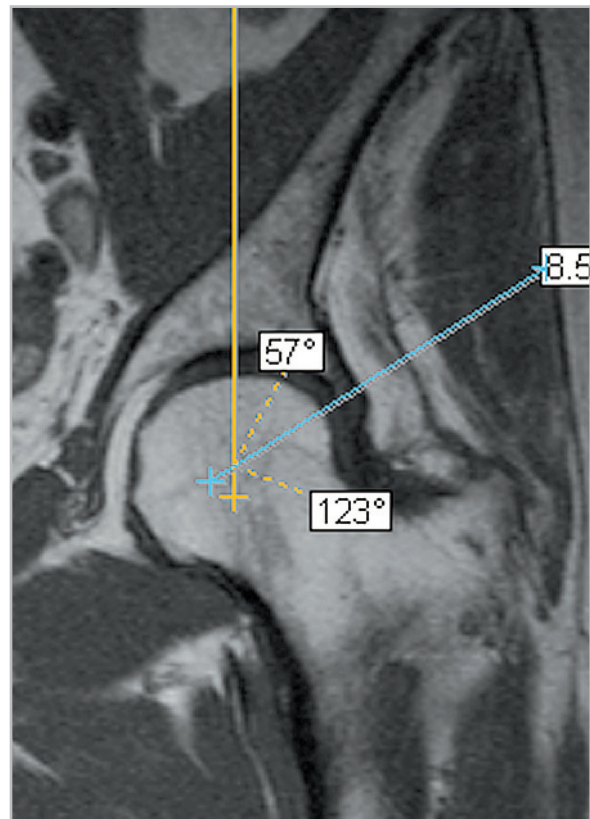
МР-томограмма тазобедренного сустава. Изображение сустава в корональной плоскости, взвешенной по T1. Угол Виберга составляет 57° (средние значения от 25 до 35°)
